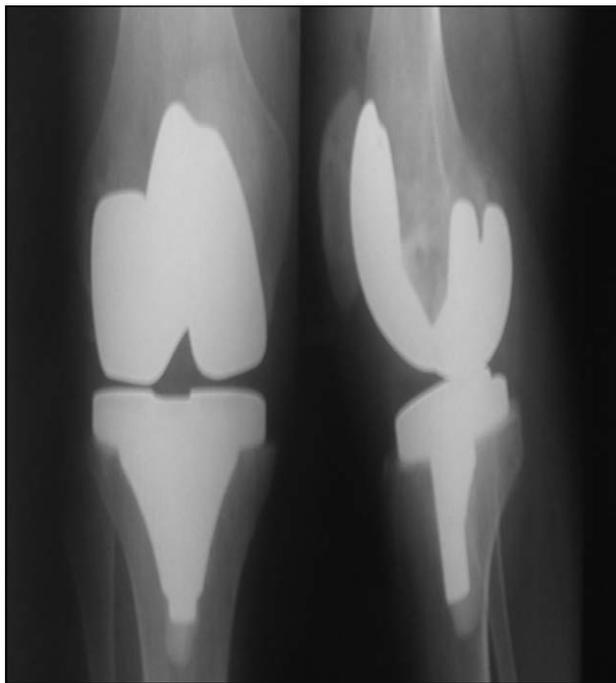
Рентгенограмма пациента Ф., 35 лет, после операции эндопротезирования правого коленного сустава
